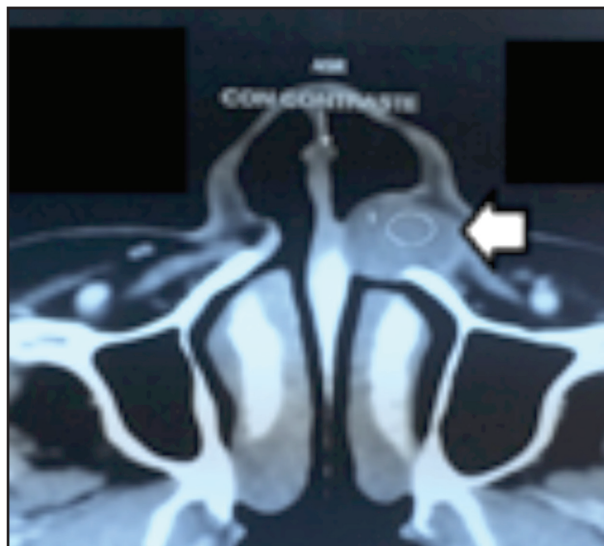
Quiste nasolabial izquierdo en apertura piriforme (corte axial tomografía computarizada).
